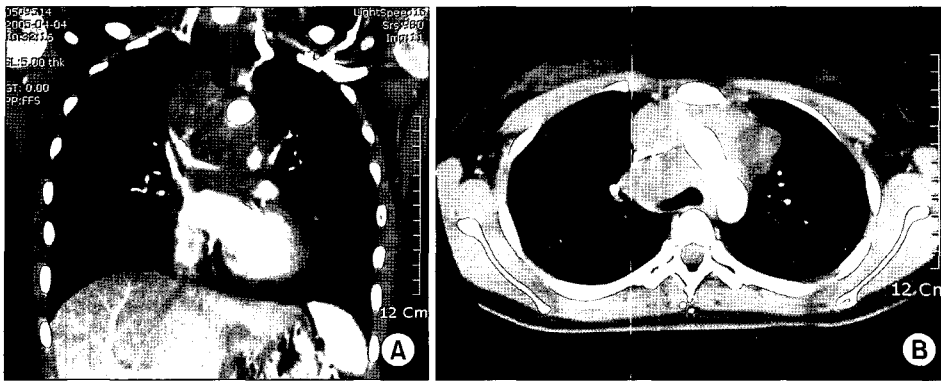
Chest computed tomography shows large mediastinal mass with encasement of ascending aorta, aortic arch, main pulmonary artery, both pulmonary arteries, left brachiocephalic vein, and superior vena cava.
